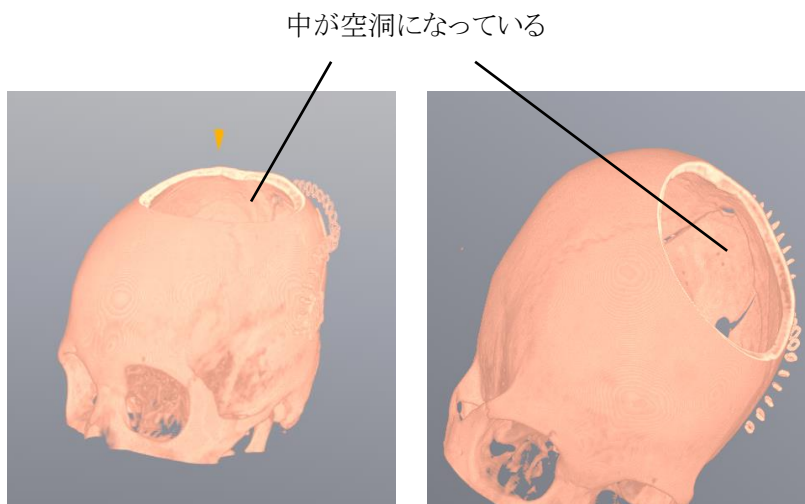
CT では、骨を識別する閾値で頭蓋内部は空洞になる。
